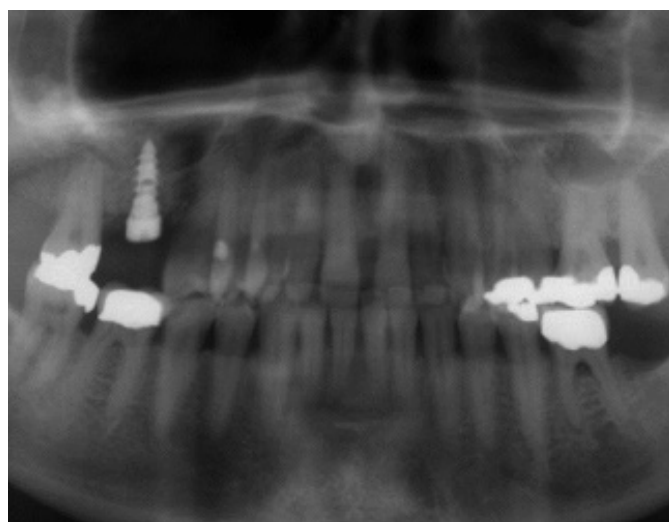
Имплант. Ортопантомограмма
